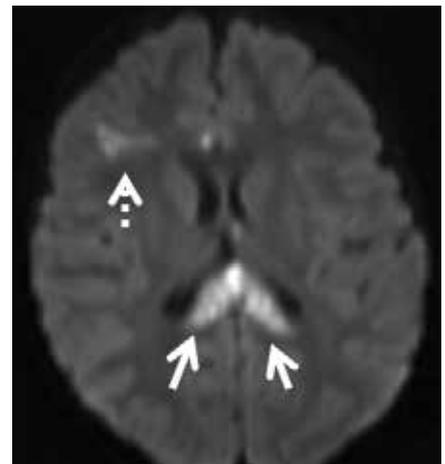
Magnetresonanztomografie – 2 Jahre, männlich. DWI mit Nachweis von axonalen Schäden nach Rasanstrahma. Diffusionsstörung im Splenium des Corpus callosum (Scherverletzung, durchgezogener Pfeil) und frontal rechts (Kontusionsverletzung – Ödem, gestrichelter Pfeil)
